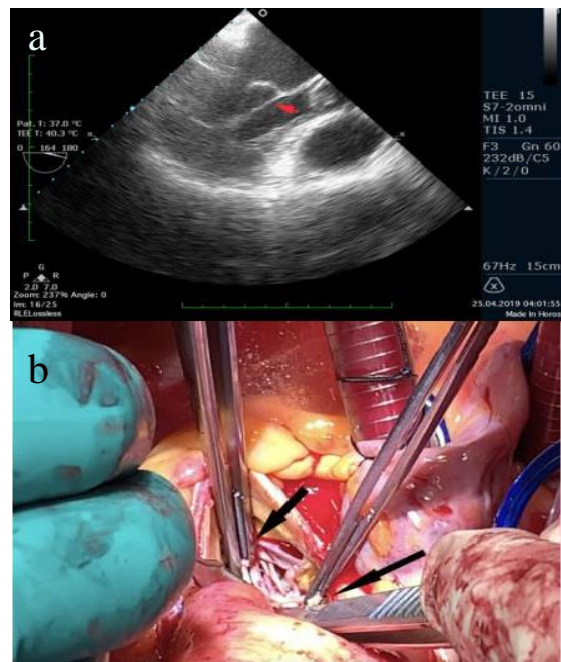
a- Figure showing preoperative echocardiographic view. Please note severe tethering and restricted mobility of anterior mitral leaflet causing loss of coaptation (red arrow), b- Intraoperative picture showing (black arrows) the resection of tethered secondary chords.
